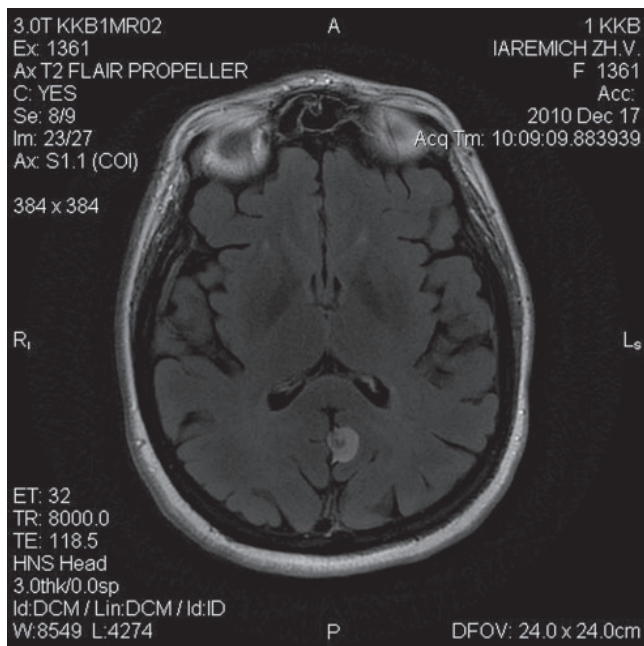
МРТ больной Я. через 7 мес. после лечения (аксиальный срез). Стабилизация опухоли с наличием симптома «ликворной щели»
